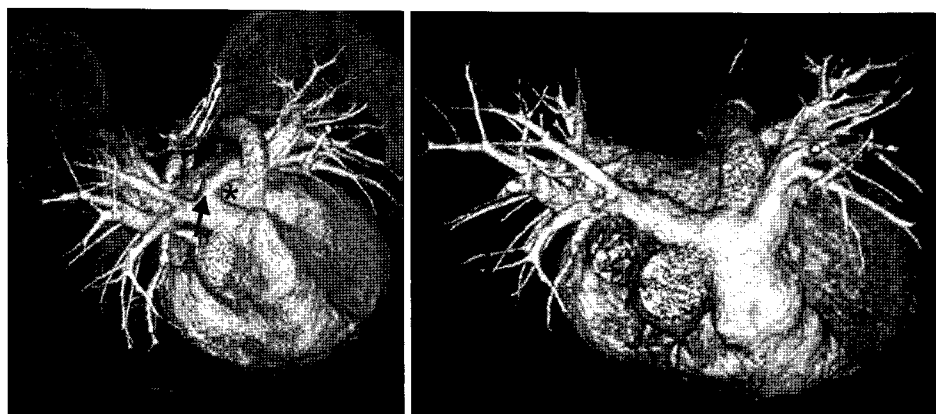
Preoperative CT (left) shows the left pulmonary artery sling (arrow), encircling the trachea and the esophagus ( indicate the location of trachea and esophagus). Postoperative CT (right) shows transferred left pulmonary artery to the main pulmonary artery and the trachea and the esophagus were released.
